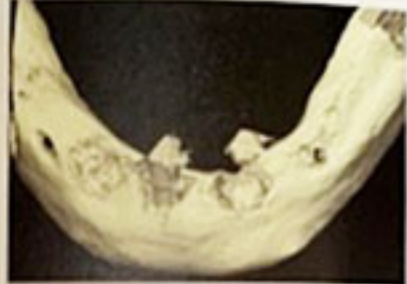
術前CT所見。左側インプラントロスト部も含め、右側にも骨欠損部位が認められた。残存している右側インプラントにも骨吸収が認められる。
